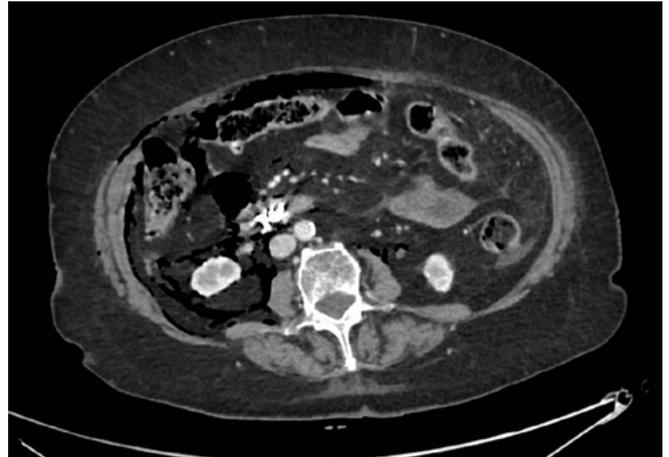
Corte transversal de TC abdominal donde se observa neumoperitoneo y clips metálicos en tercera porción duodenal.
